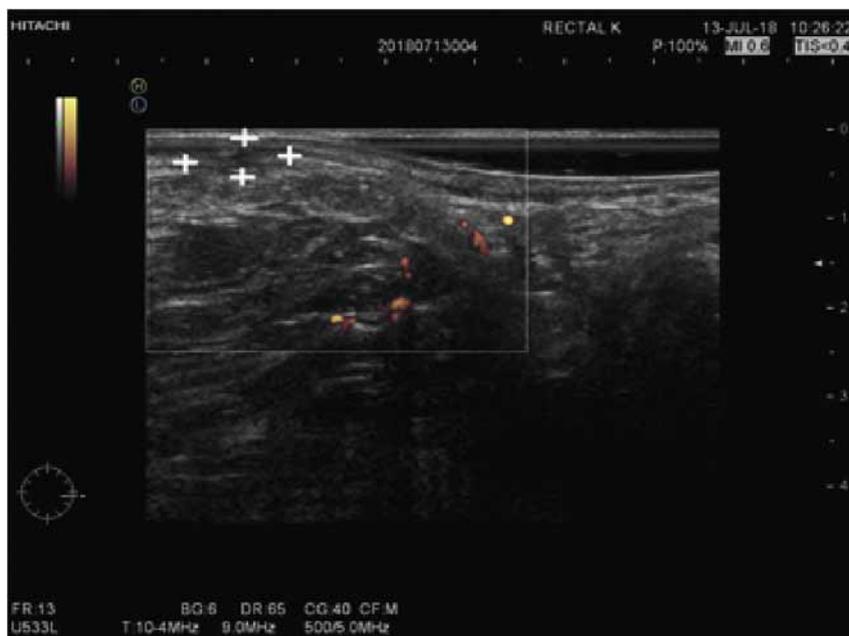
ЭРУЗИ НЭО прямой кишки с цветовым доплеровским картированием (ЦДК): гипоехогенное подслизистое образование, гомогенной структуры, при ЦДК-аваскулярное
